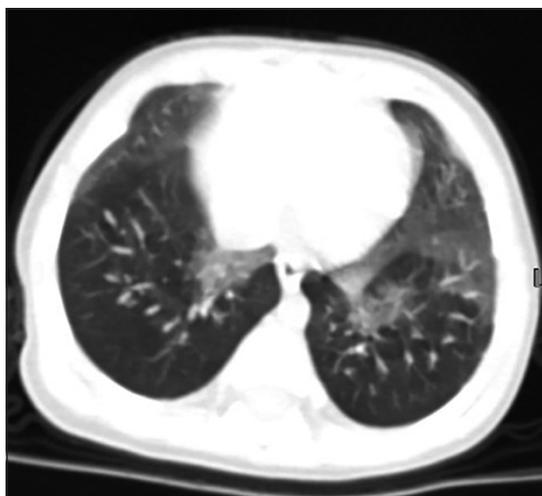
Tomografía tórax. Ventana para parénquima pulmonar: Patrón de vidrio deslustrado lóbulo medio y lingula, así como atrapamiento aéreo.
